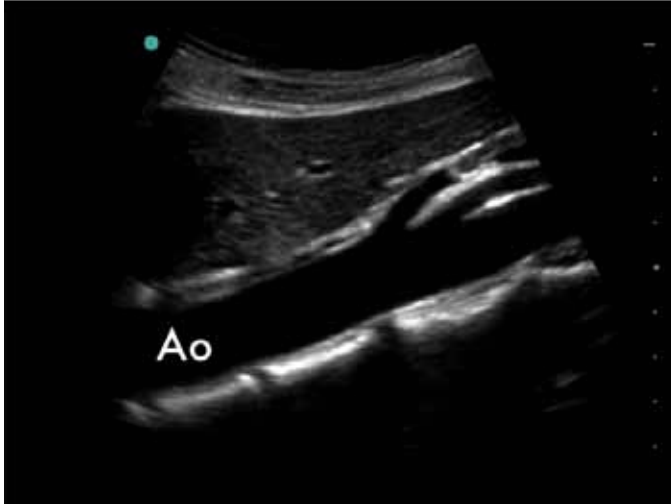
Position de la sonde pour une vue de l'axe longitudinal de l'aorte (Ao) avec l'image échographique correspondante.
